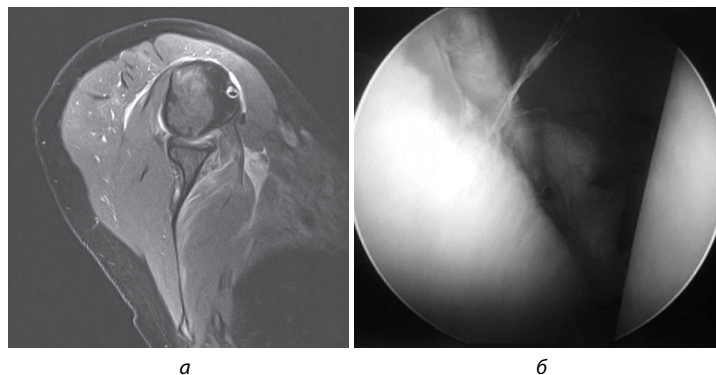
Повреждение Банкарта выявленное при МР-томографии (а) и подтверждение МР-картины в ходе проведенной диагностической артроскопии (б)
